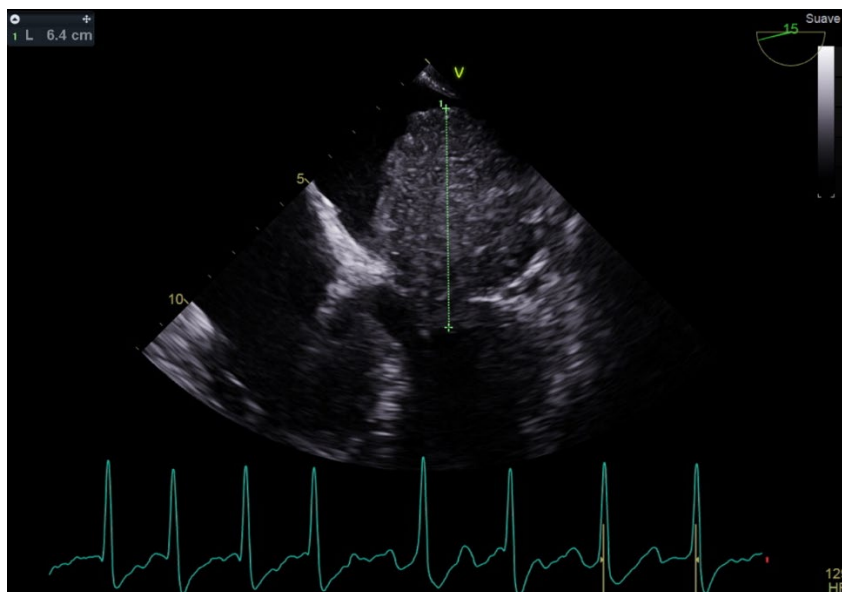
Ecocardiograma transesofágico
